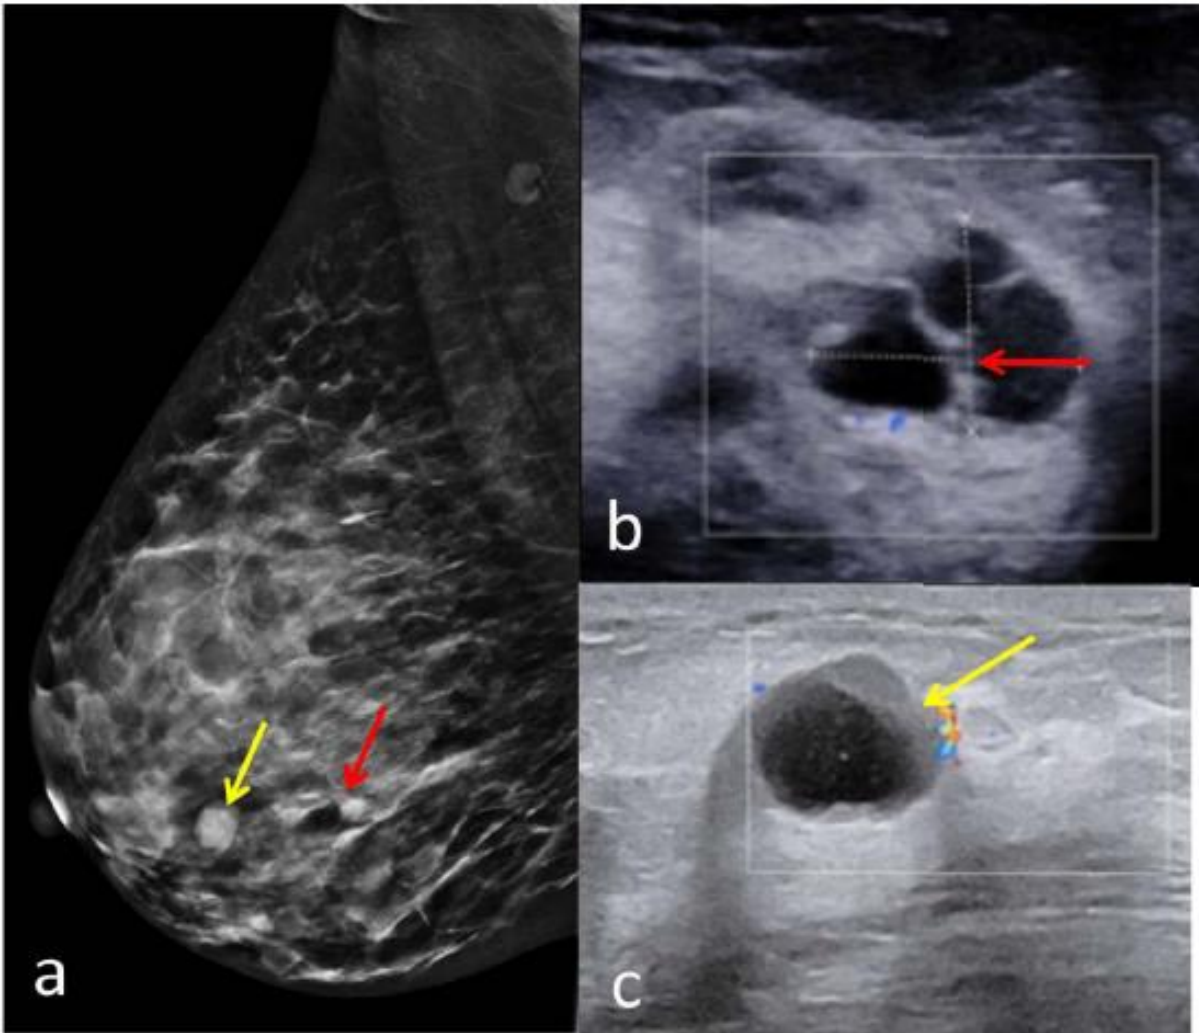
Mammogram shows a) two oval circumscribed radiodense lesions. USG correlation shows cysts with b) thick septa and c) thick wall and categorised as BI-RADS 4a.
